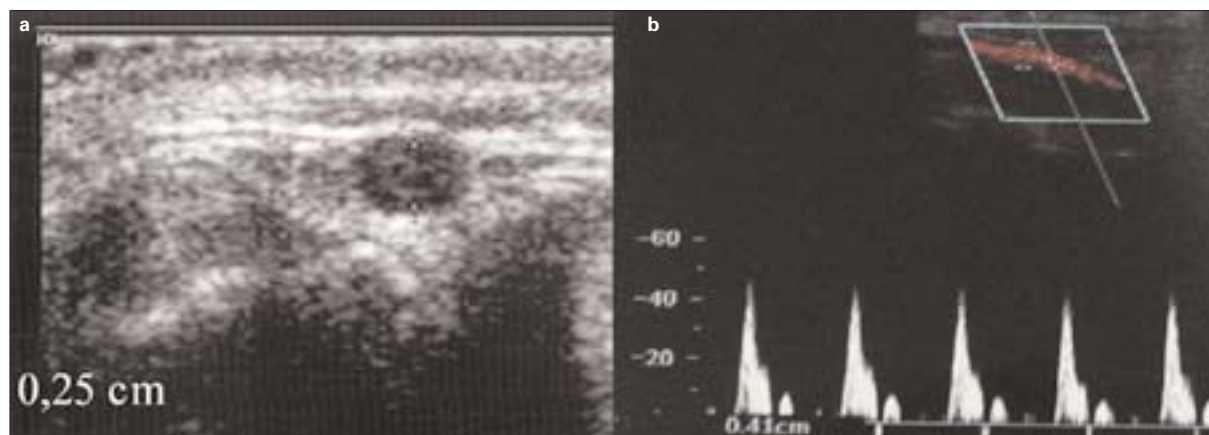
Eco-Doppler preoperatorio de una paciente de 50 años con vena cefálica no palpable en antebrazo, que había sido propuesta para un acceso vascular protésico. Después de la cartografía venosa se realizó una fístula arteriovenosa nativa en la muñeca que maduró correctamente. a) Corte transverso de la vena cefálica en la muñeca con diámetro de 0,25 cm; b) Corte longitudinal de la arteria radial que muestra una curva Doppler trifásica y diámetro adecuado (0,41 cm).
